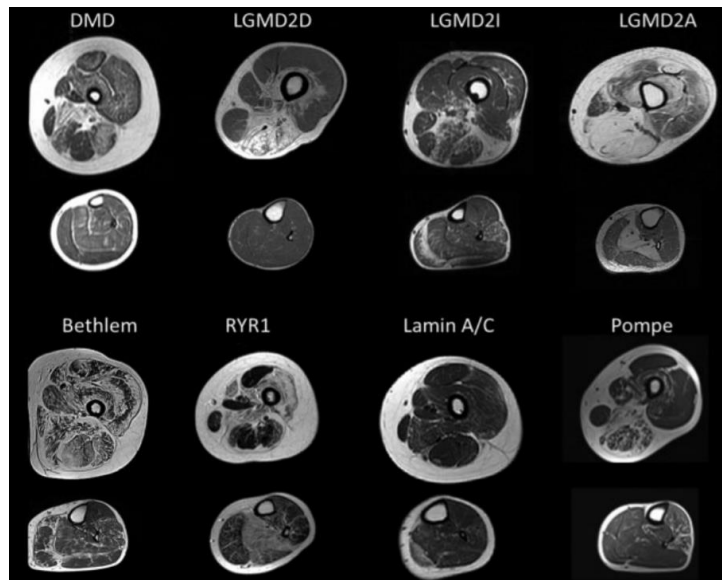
Ejemplos de imágenes de resonancia magnética transversal ponderadas en T1.
